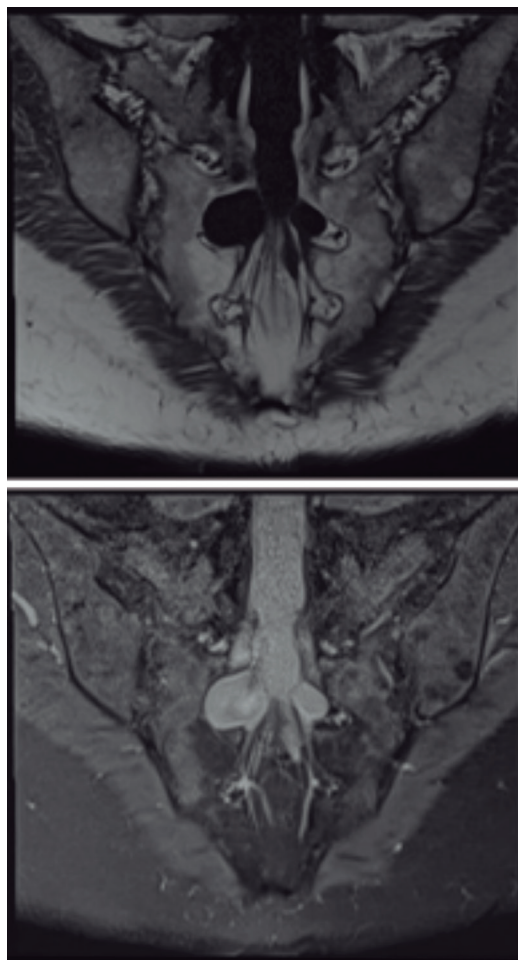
RMN de quistes de Tarlov, corte axial, señal T1 imagen superior, T2 imagen inferior; se pueden observar los tractos fistulosos hacia el canal raquídeo.
